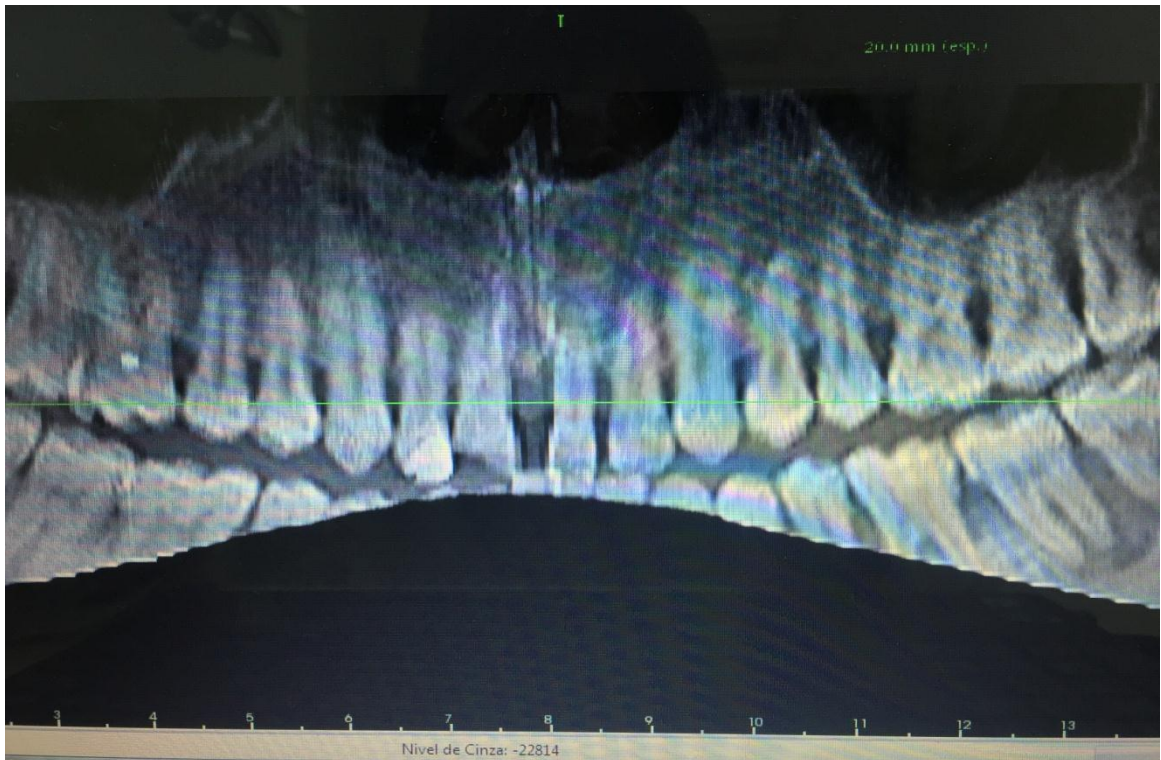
1- Radiografia panorâmica inicial.
